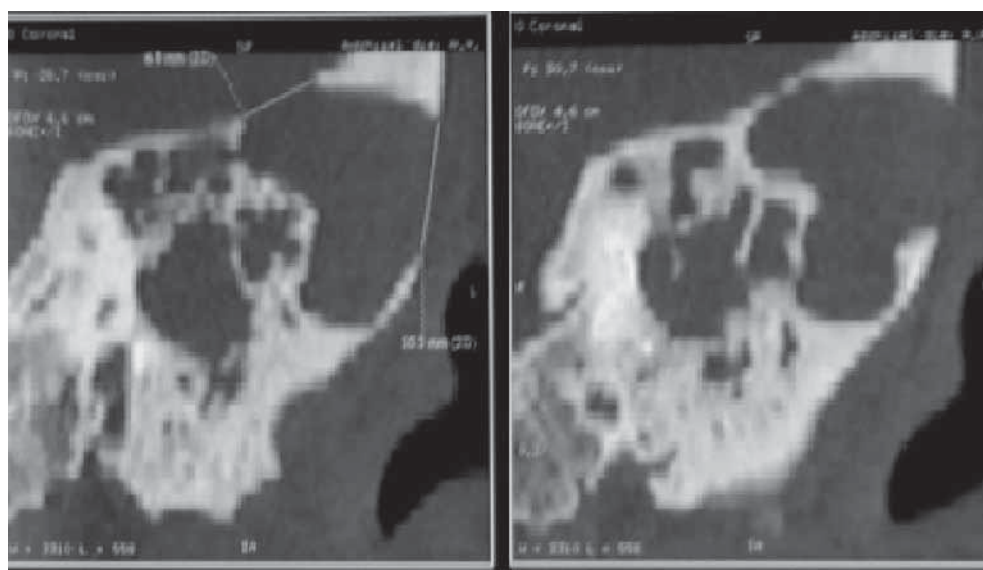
Компьютерная томография левой височной кости. Определяется тотальное заполнение полости сосцевидного отростка мягкотканым образованием с деструкцией латеральной и верхней стенок сосцевидного отростка.
